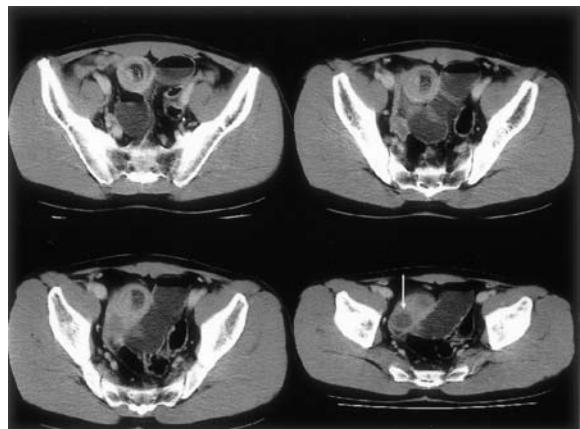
'Target or sausage' lesion consistent with intussusception. Selected images from abdomino-pelvic CT demonstrating a small bowel, ileo-ileal intussusception and about 3.0 cm sized a low attenuated polypoid mass (arrow) in the distal ileum.
